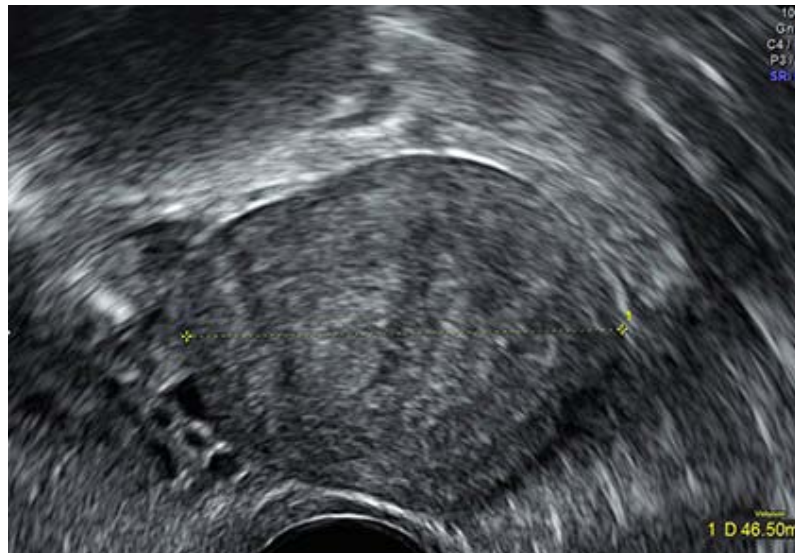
a : Échographie : mise en évidence en latéro-utérin gauche d'une image solide homogène de 48 mm non reliée à l'utérus ; Le diagnostic posé avait été celui de myome du ligament large
